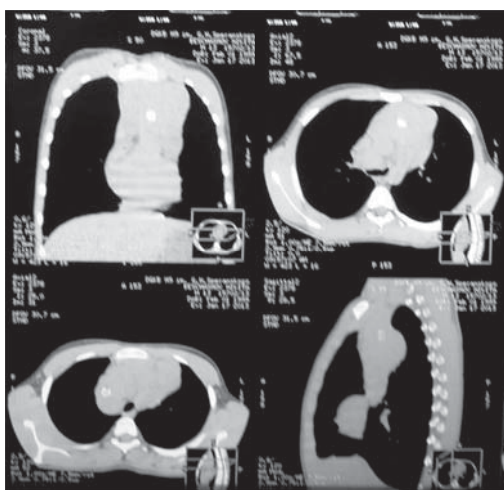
КТ органов грудной клетки пациента Б. (январь 2013 г.): визуализация объемного образования неоднородно-солидной структуры, заполняющего все отделы средостения.
